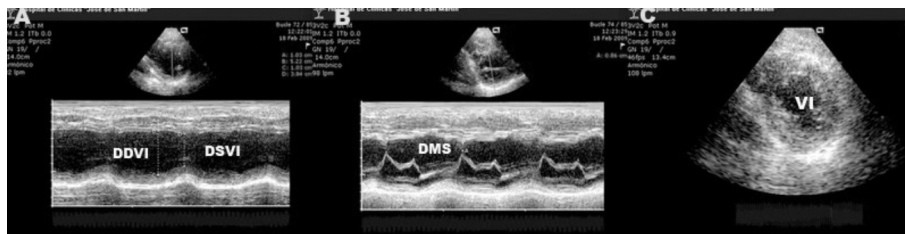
Ecocardiograma al 6° mes. A: Modo M vista paraesternal izquierda nivel 1. SIV: 10 mm. PP: 10 mm. DDVI: 52 mm. DSVI 37 mm. B: Modo M vista paraesternal izquierda nivel 2. DMS: 8 mm. VM: válvula mitral. C: Eje corto del VI en vista paraesternal izquierda sin derrame pericárdico.
